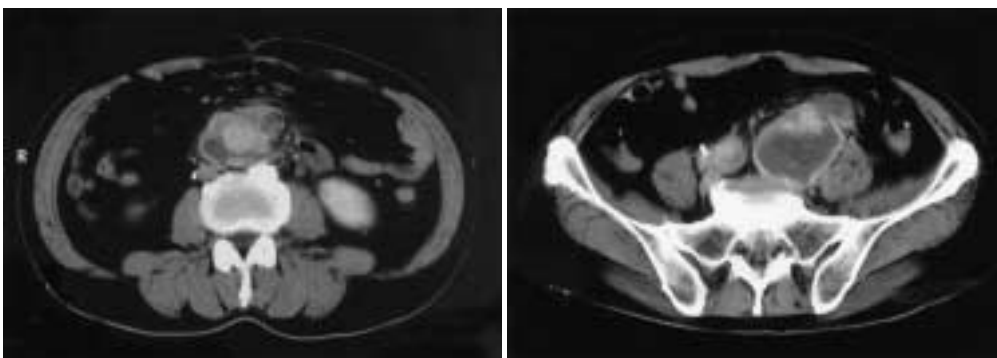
Preoperative computed tomogram showing perigraft fluid collection suspected of abscess.
